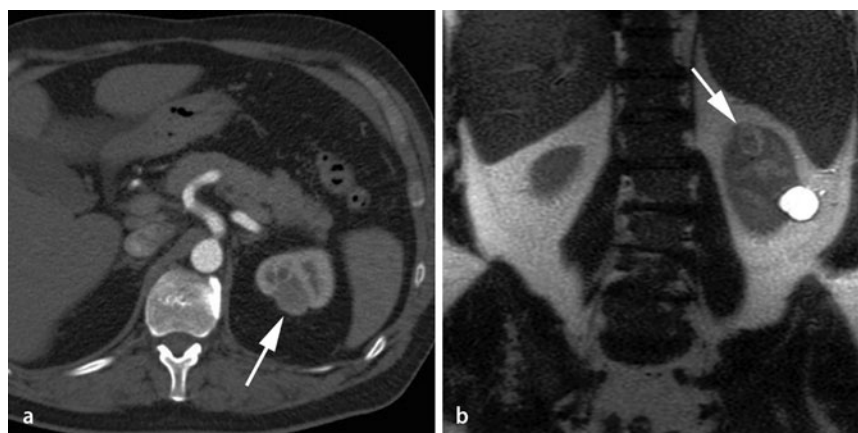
▲ Prä mortale Bildgebung. a Abdominale Computertomographie 22 Tage prä mortal. Axiale Schicht einer kontrastmittelverstärkten CT durch den Oberbauch mit Nachweis der soliden, Kontrastmittel aufnehmenden Läsion am Oberpol der linken Niere (Pfeil). b Abdominale Magnetresonanztomographie, T2w, 17 Tage prä mortal: In der koronaren, T2-gewichteten Magnetresonanztomographie stellt sich in der linken Niere die Läsion leicht randständig hyperintens dar (Pfeil). Bekannte Nierenzyste in der Pars intermedia links (3,2×2,3 cm)
